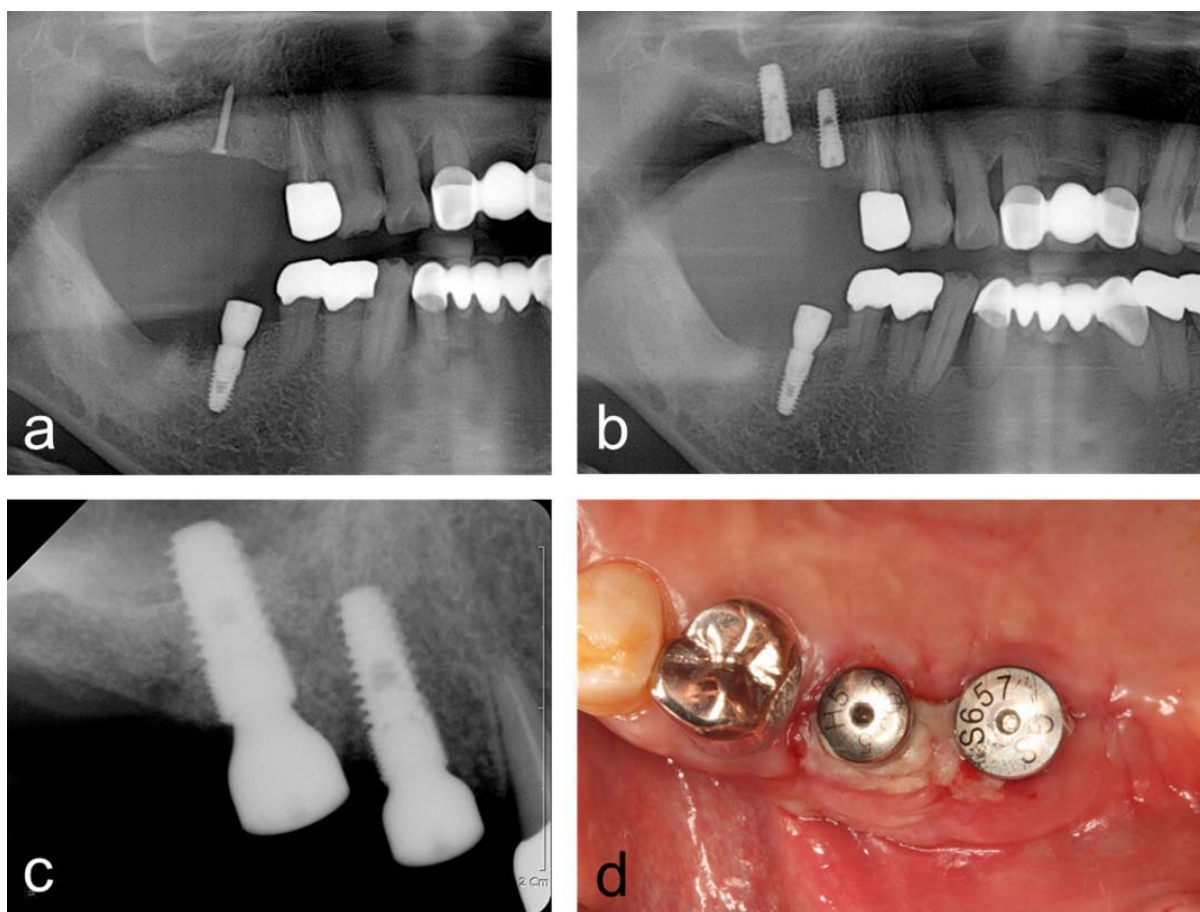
(a) post-operative panoramic radiograph after block bone graft, (b) post-operative panoramic radiograph after implant placement, (c) periapical radiograph after healing abutment connection, (d) intraoral clinical photograph after healing abutment connection
